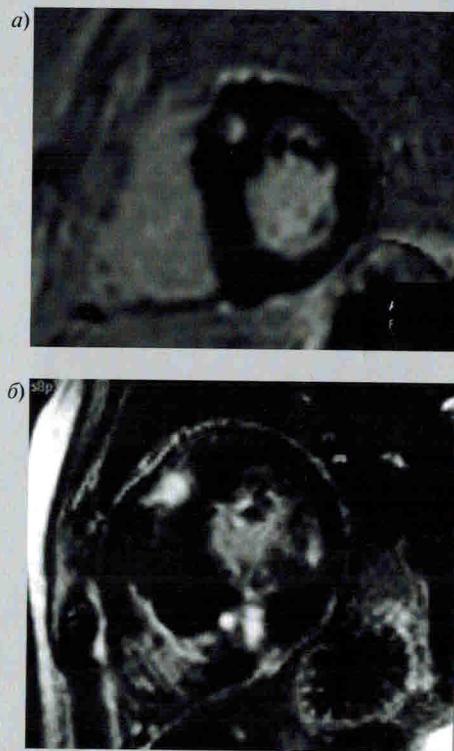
Магнитно-резонансные томограммы отсроченного контрастирования миокарда. Гипертрофическая кардиомиопатия
